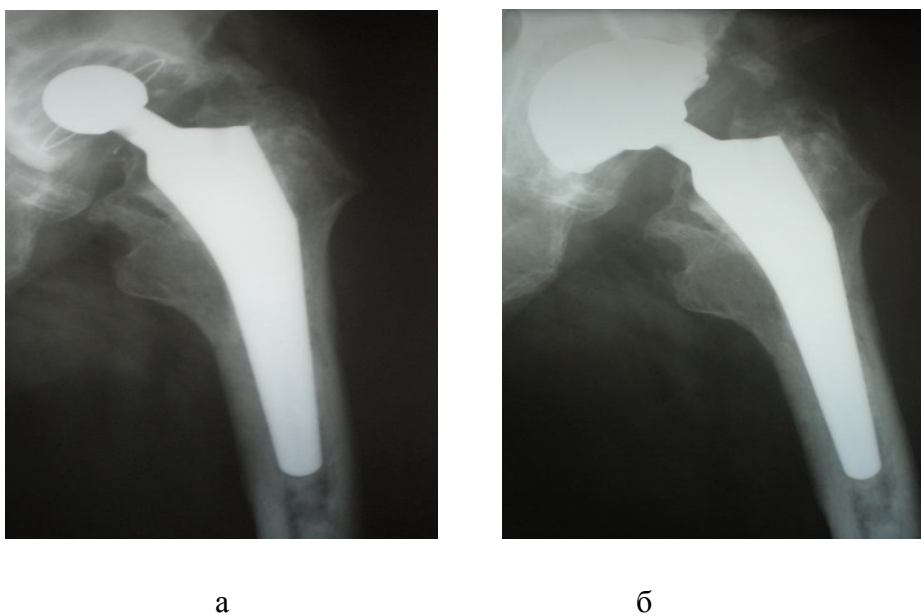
Рентгенограми хворого В.65 р. Деформуючий коксартроз 3 ст. Асептична нестабільність ацетабулярного компонента з дефектами типу 1:
